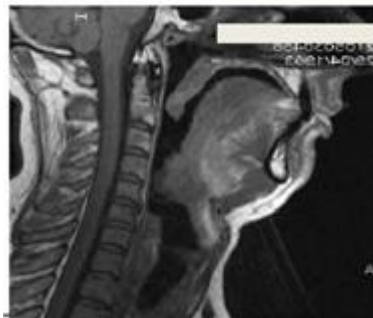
Obstacle oropharyngé. Coupe IRM sagittale mettant en évidence une hypertrophie de la tonsille linguale provoquant la réduction de la lumière pharyngée et les apnées par voie deconséquence(32).
